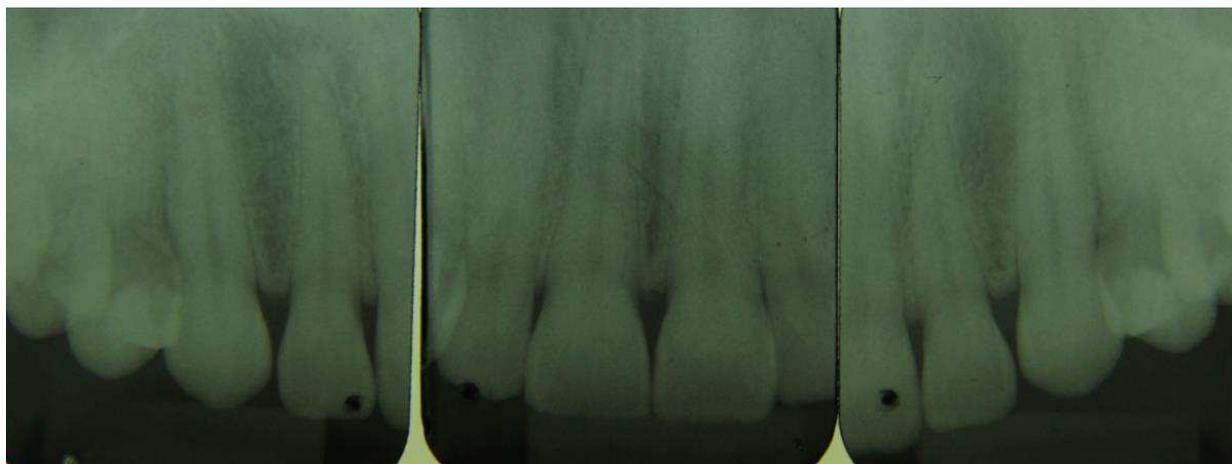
Radiografias periapicais dos elementos 13 ao 23.
